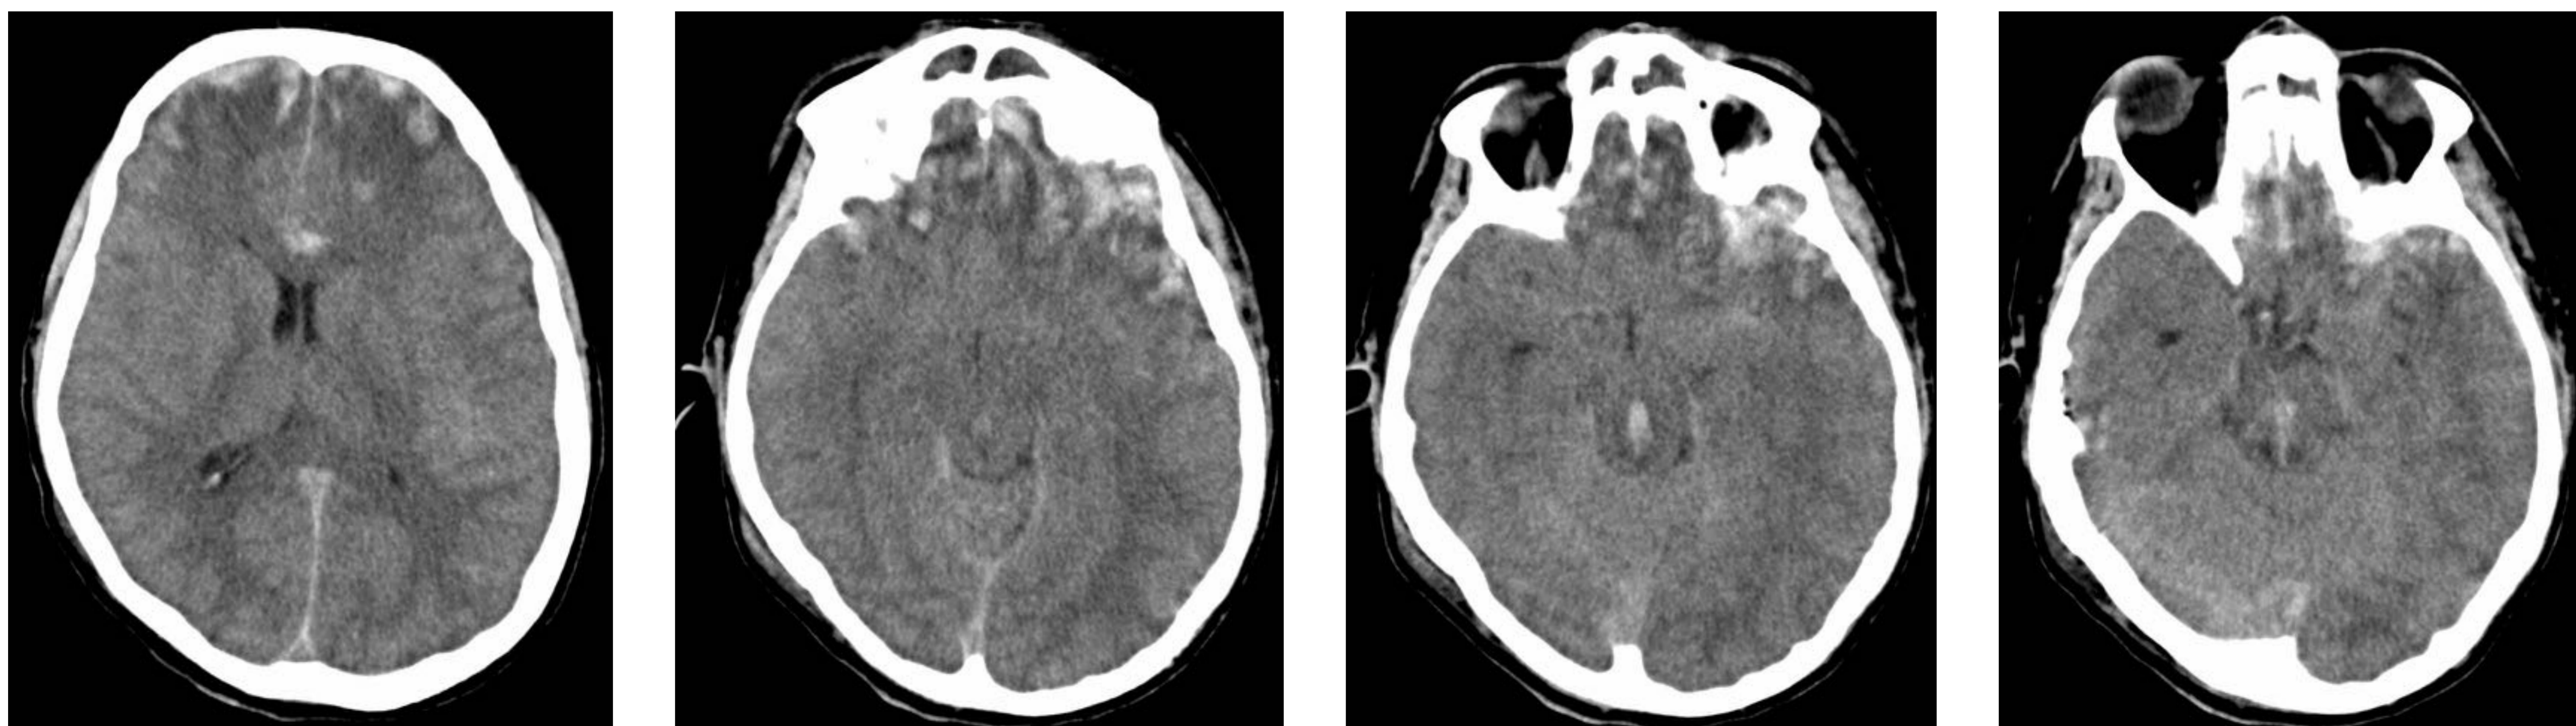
y 41 (cortes axiales TC): contusiones hemorrágicas corticosubcorticales frontales y temporales bilaterales. Borramiento de las cisternas de la base. Hemorragia de Duret en tronco del encéfalo.
